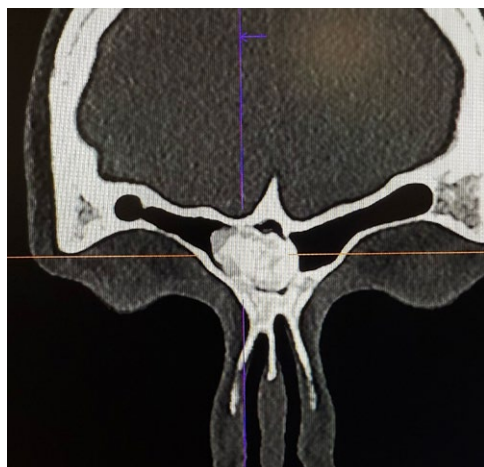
Пациент С., 37 лет, КТ околоносовых пазух во фронтальной плоскости, остеома, вклиненная в носолобный карман
